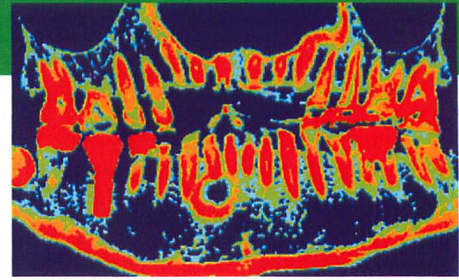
埋入直後のCT画像。骨粗鬆症であることを問診できたので、症状改善のためにサプリメントをすすめた。
